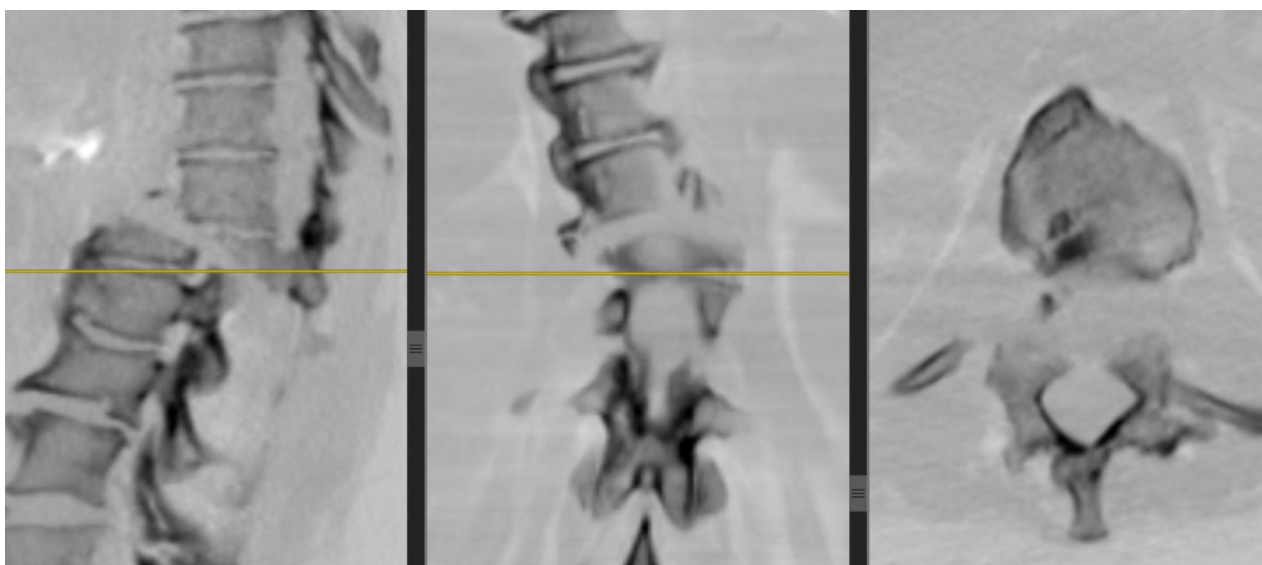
СКТ-исследование пациентки В. перед операцией
